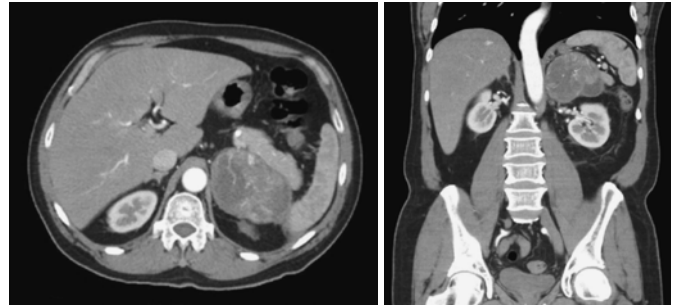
TAC abdominopélvica donde se observa imagen hipodensa heterogénea de 10 x 4 cm en topografía suprarrenal izquierda, con densidad entre 29 y 79 UH.
